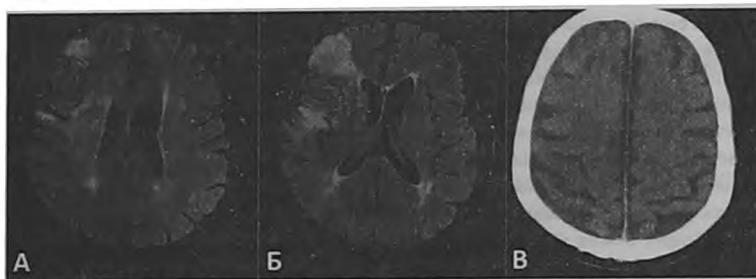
Пациент К., 62 года, ТИА-LS с дрожанием левой руки и ноги. МРТ-FLAIR (А,Б) демонстрирует наличие ангиоэнцефалопатии (Fazekas-3) и зону перенесенного ишемического инсульта в лобной доле справа (область смежного кровообращения между передней и средней мозговыми артериями). Учитывая тяжелое билатеральное поражение сонных артерий (окклюзия справа, субокклюзия слева), пациенту выполнено каротидное стентирование левой внутренней сонной артерии, которое осложнилось развитием синдрома церебральной гиперперфузии с участком геморрагического пропитывания в правой лобной доле по данным КТ (В). Вероятно, что поражение правой лобной области имеет причины: уже скомпрометированная перенесенным инсультом мозговая ткань, потеря вазомоторной реактивности на фоне окклюзии сонной артерии.
